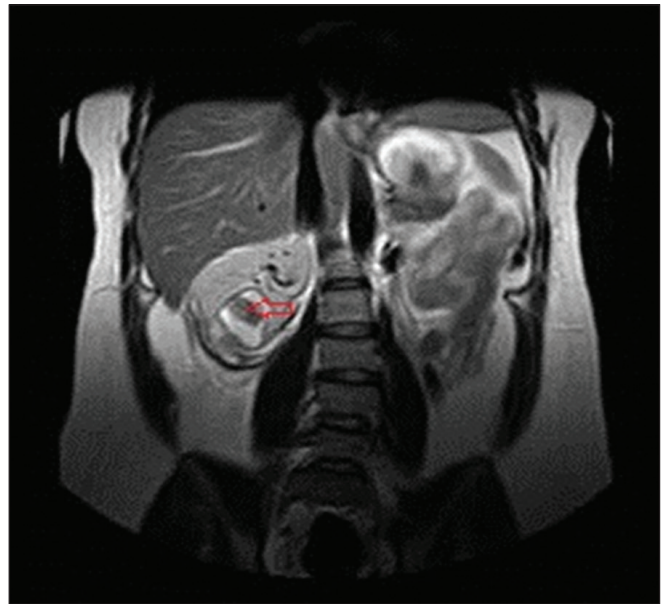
Abdominal magnetic resonance imaging, nodular lesion with 5 cm with hemorrhagic material and subcapsular hematoma
